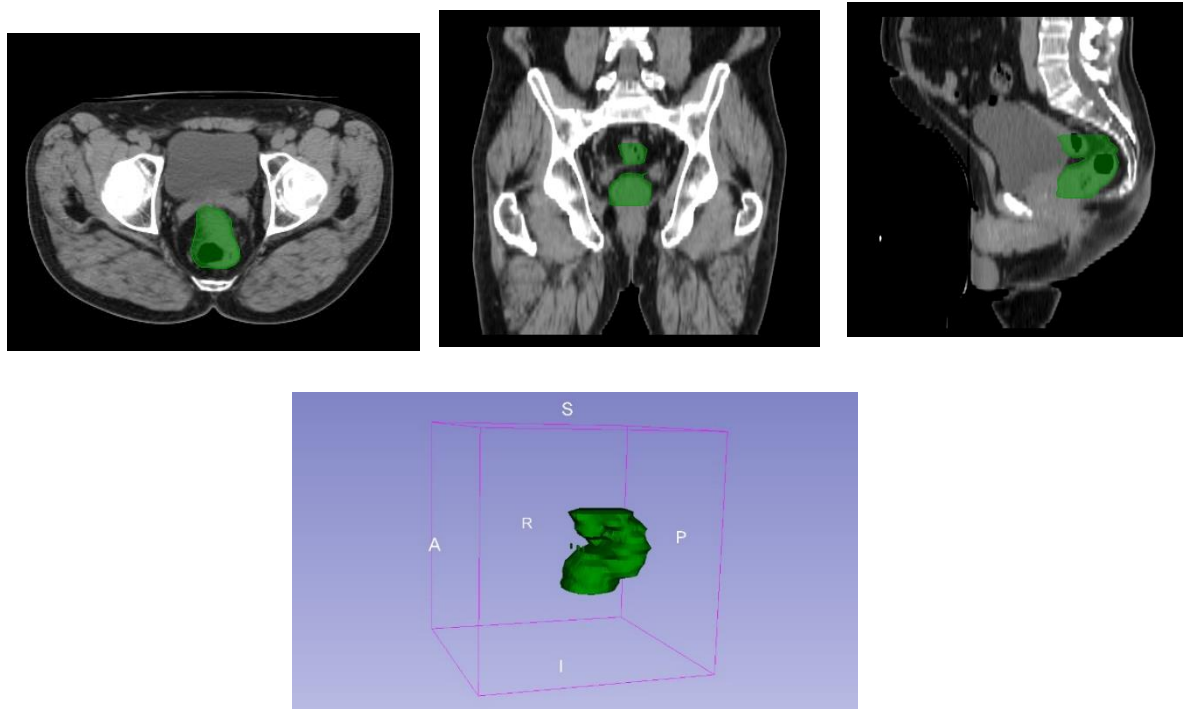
imágenes de tomografía computarizada (TAC) del paciente 2 en los planos axial, coronal y sagital. Estas imágenes, extraídas con el software *Slicer 3D*, resaltan el *Gross Tumor Volume (GTV)*.
